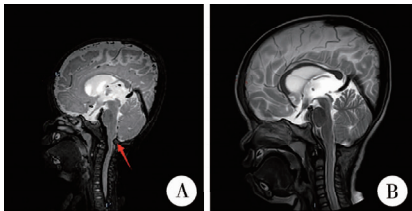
软骨发育不全合并脑积水患儿 B 术前和术后 1 年头颅 MRI 对比
